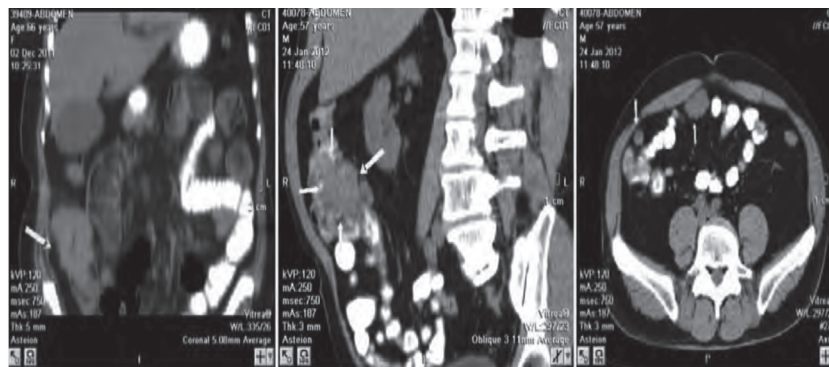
МСКТ. Опухоль слепой кишки с метастазами в брюшную полость.
